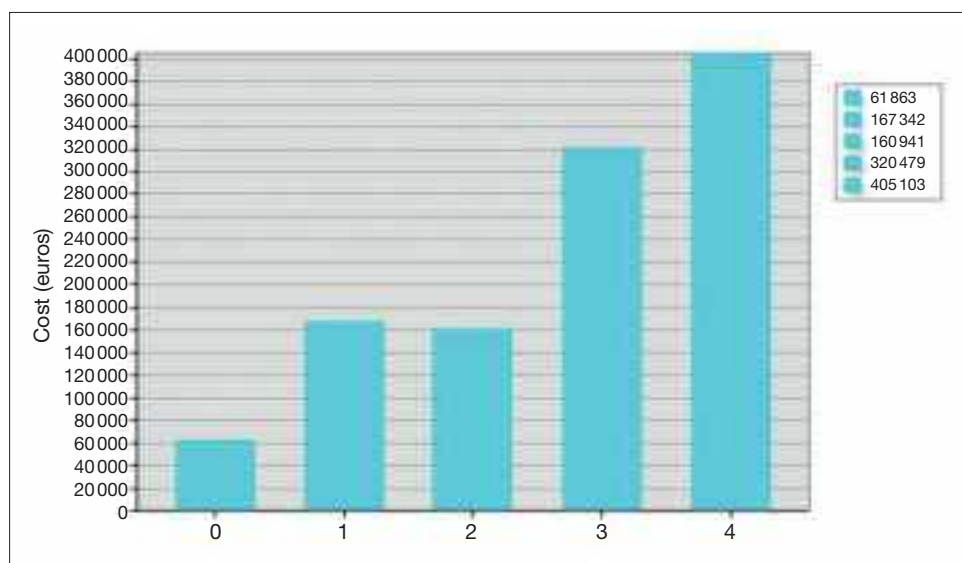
The cost of magnetic resonance imaging exams in five public hospitals of the sixth health region of Greece in 2012.
